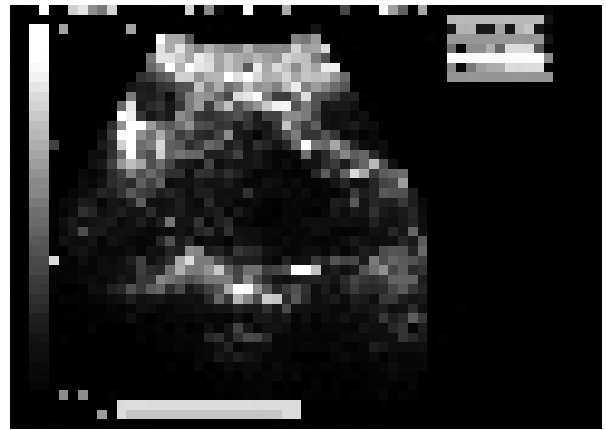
échographie transabdominale montrant le fœtus séparé de l'utérus et situé près de la paroi abdominale antérieure de la mère. BL – vessie maternelle.
